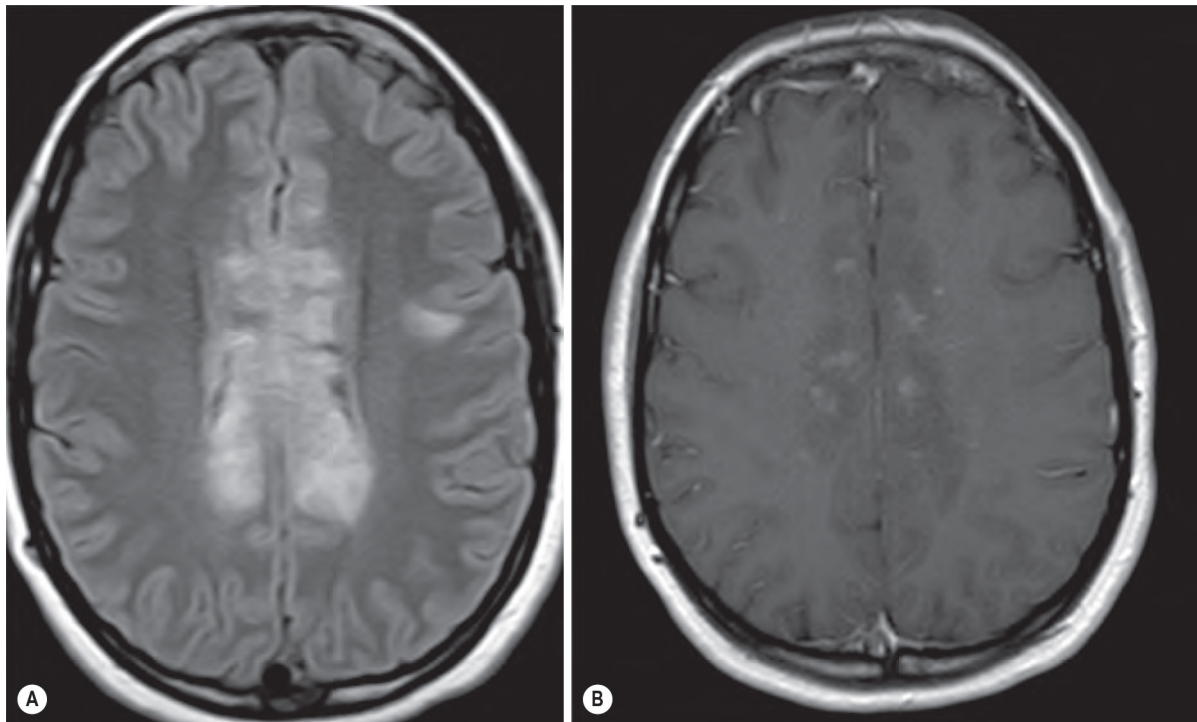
Neuromyelitis Optica. (A) Axial T2-FLAIR-weighted and (B) contrast-enhanced T1 weighted magnetic resonance images. Observe the large lesion involving the corpus callosum, showing multiple patchy enhancing foci ('cloud-like enhancement'). FLAIR, Fluid-attenuation inversion recovery.
